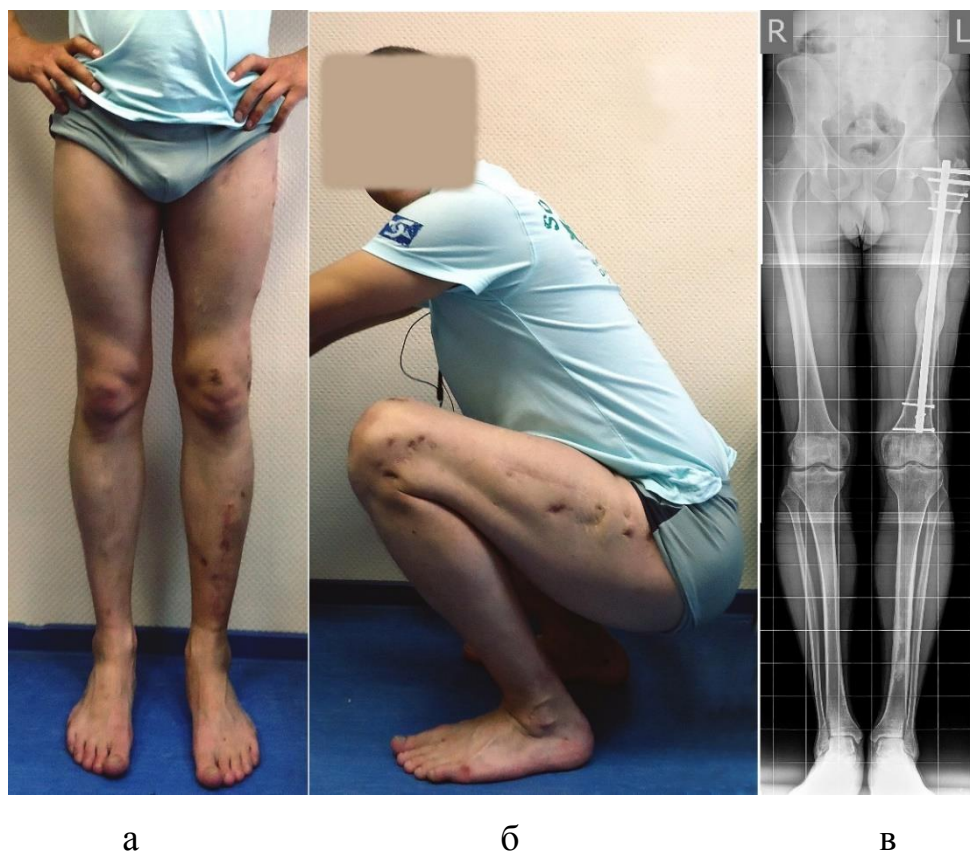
Результат лечения пациента Ф. а – внешний вид конечностей; б – функция коленного сустава; в – рентгенограмма.
